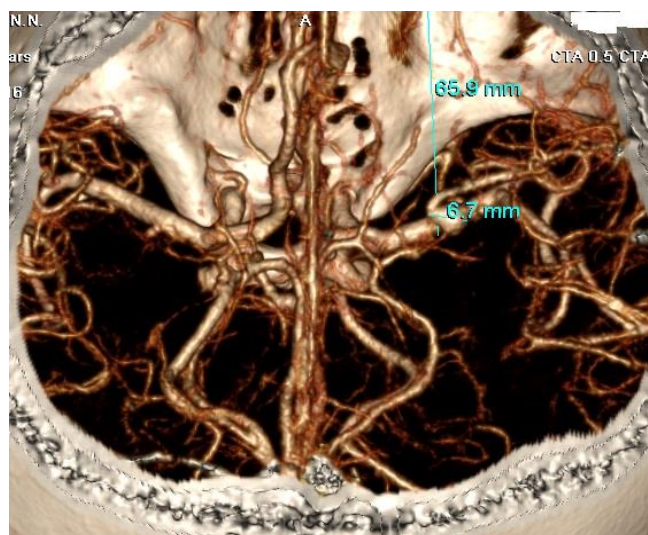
КТ-ангиография: мешотчатая аневризма M1 сегмента левой СМА.
